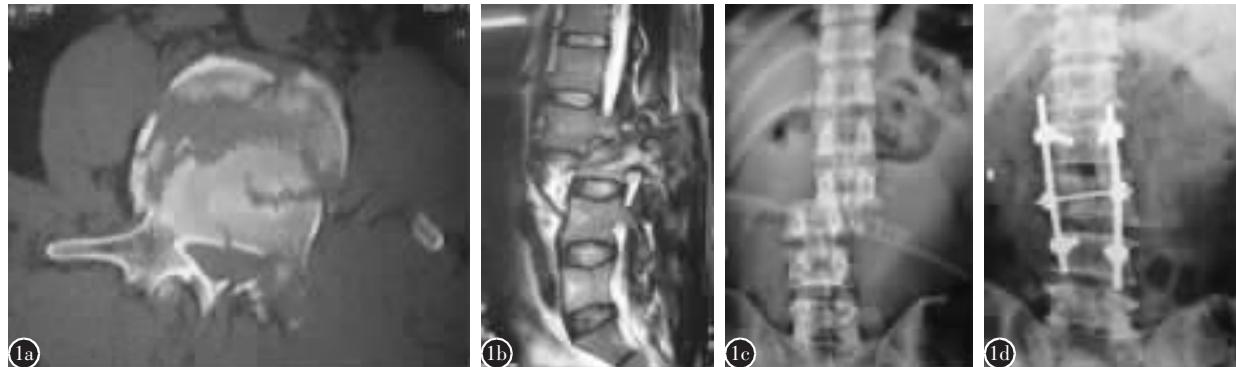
a术前CT示L3椎体爆裂骨折后缘突入椎管 b术前MRI示L3椎体向后脱位,脊髓损伤 c术前腰椎正位X线片示L3椎体向右侧脱位 d术后腰椎正位X线片示L3椎体复位
